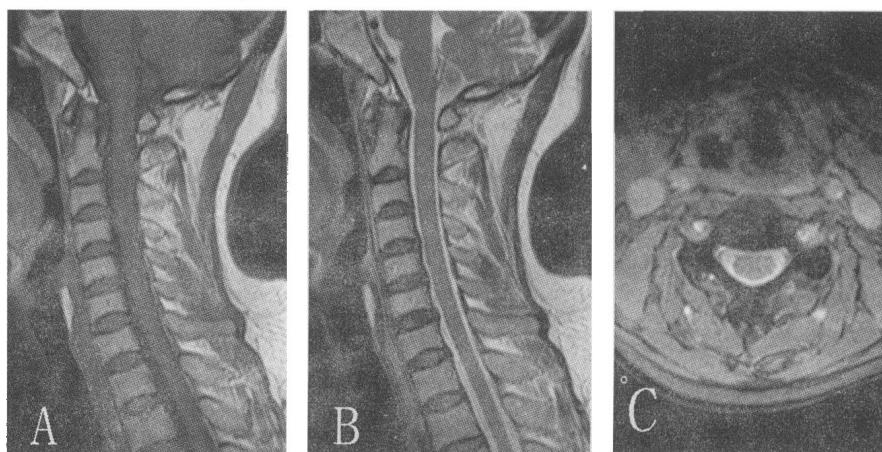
颈椎 MRI 图像。图 A 为矢状位 T1 加权像;图 B 为矢状位 T2 加权像;图 C 为横轴位 T2 加权像。
